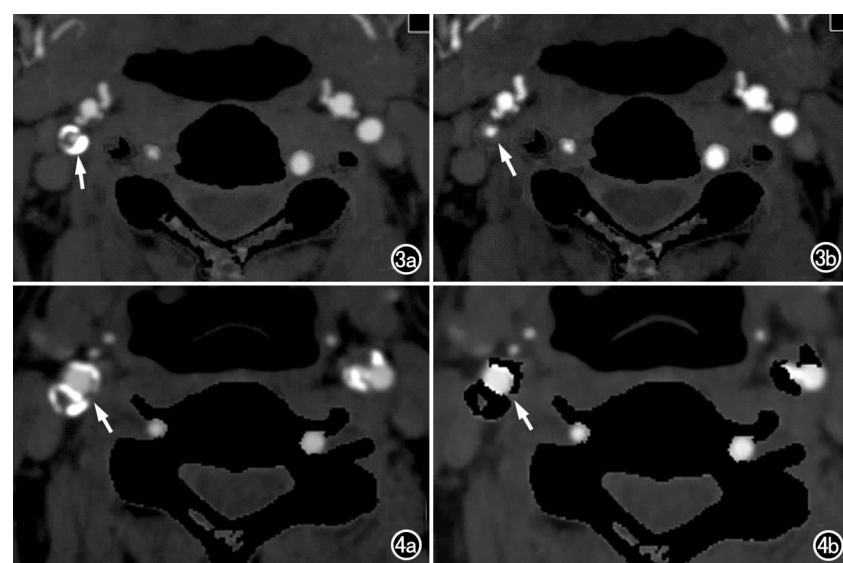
右侧颈内动脉狭窄。a) CT 双能量去骨技术去除钙化斑块前图像, 示右侧颈内动脉混合斑块, 非钙化成分位于钙化成分与管腔之间(箭); b) 去除钙化后图像, 示钙化斑块被完整去除(箭)。图 4 双侧颈总动脉钙化。a) CT 双能量去骨技术去除钙化斑块前图像, 示双侧颈总动脉分叉处混合斑块, 钙化紧贴管腔, 软斑块与含碘对比剂管腔之间有钙化成分, 右侧较明显(箭); b) 去除钙化后图像, 示紧贴管腔的钙化没有被完全去除(箭)。
